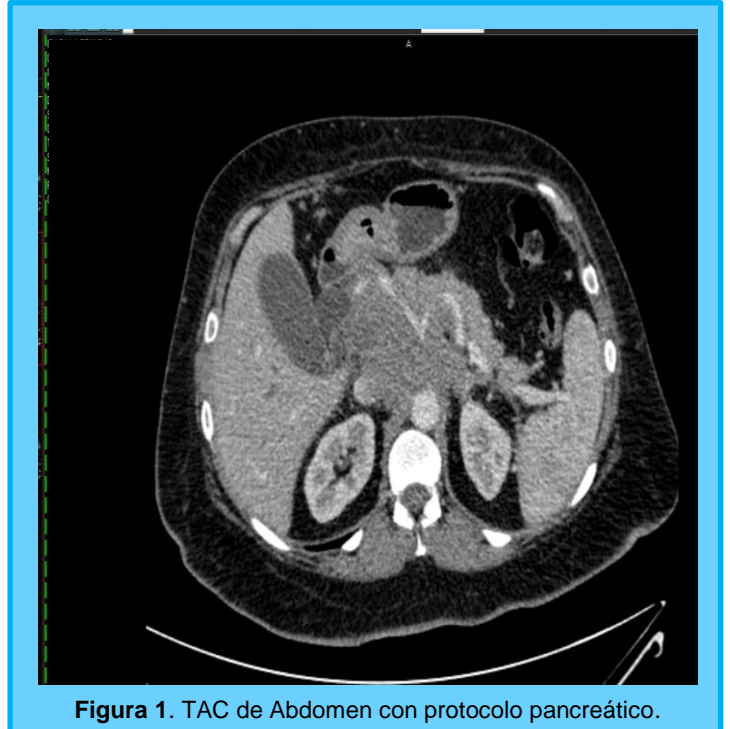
TAC de Abdomen con protocolo pancreático.
